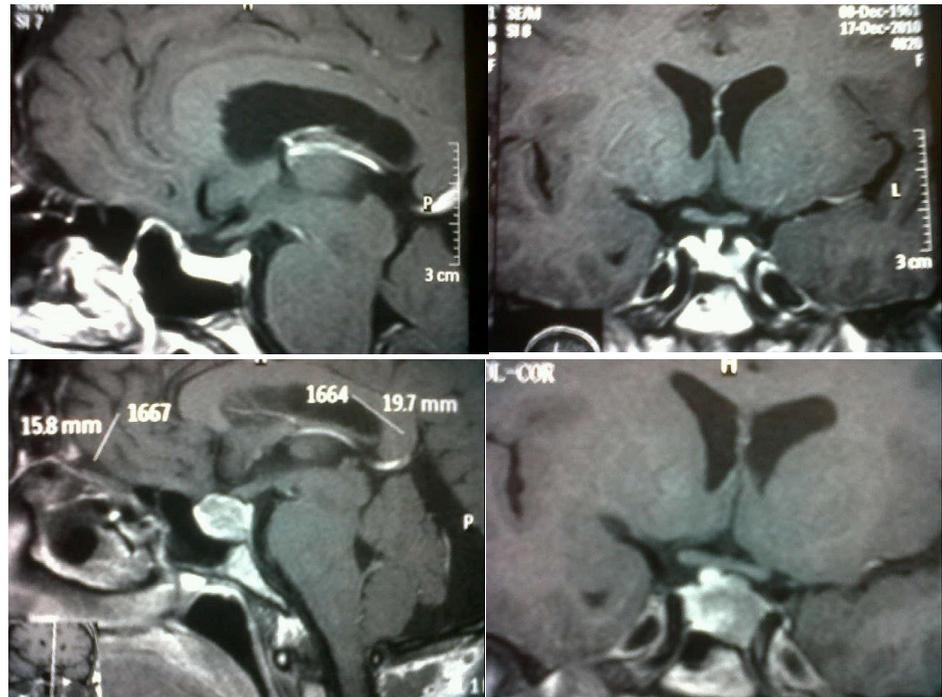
RMN S/C de hipófisis: posquirúrgico.
